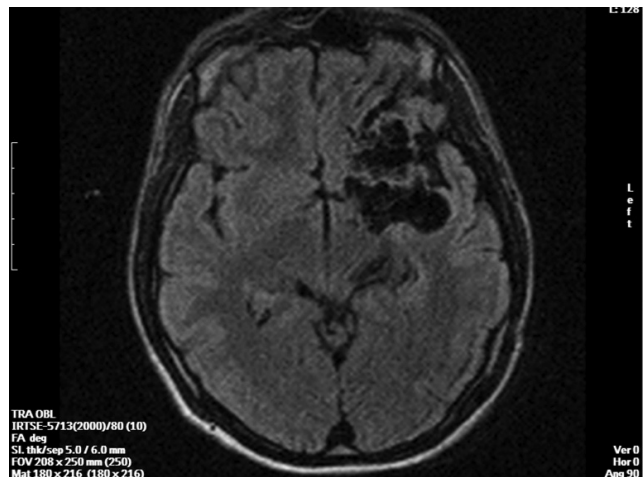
Магнітно-резонансна томографія від 24.01.2011 р.: артеріовенозна мальформація лівої лобно-скроневої ділянки
